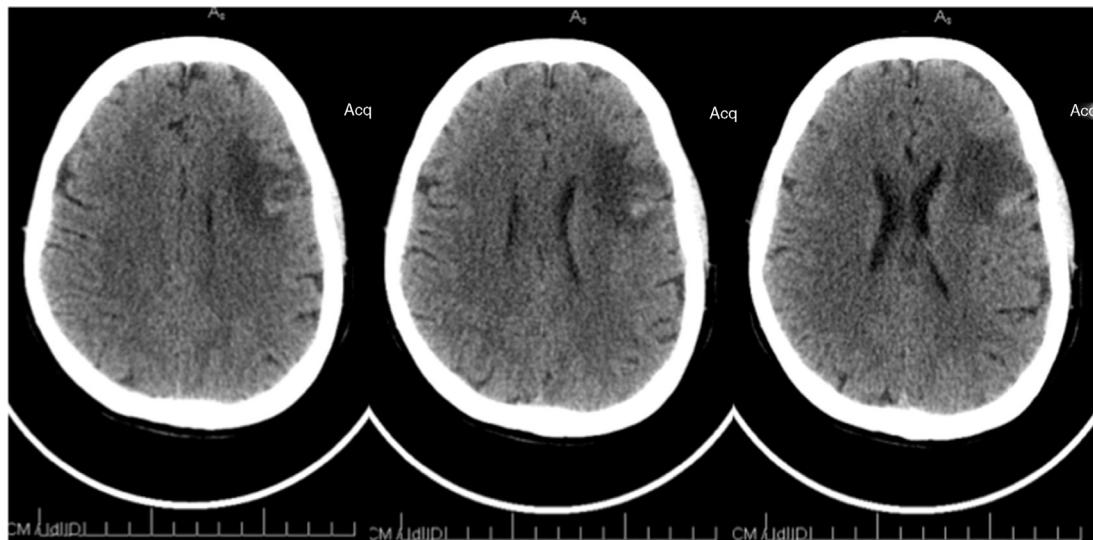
Tomografía axial computada de cerebro.
